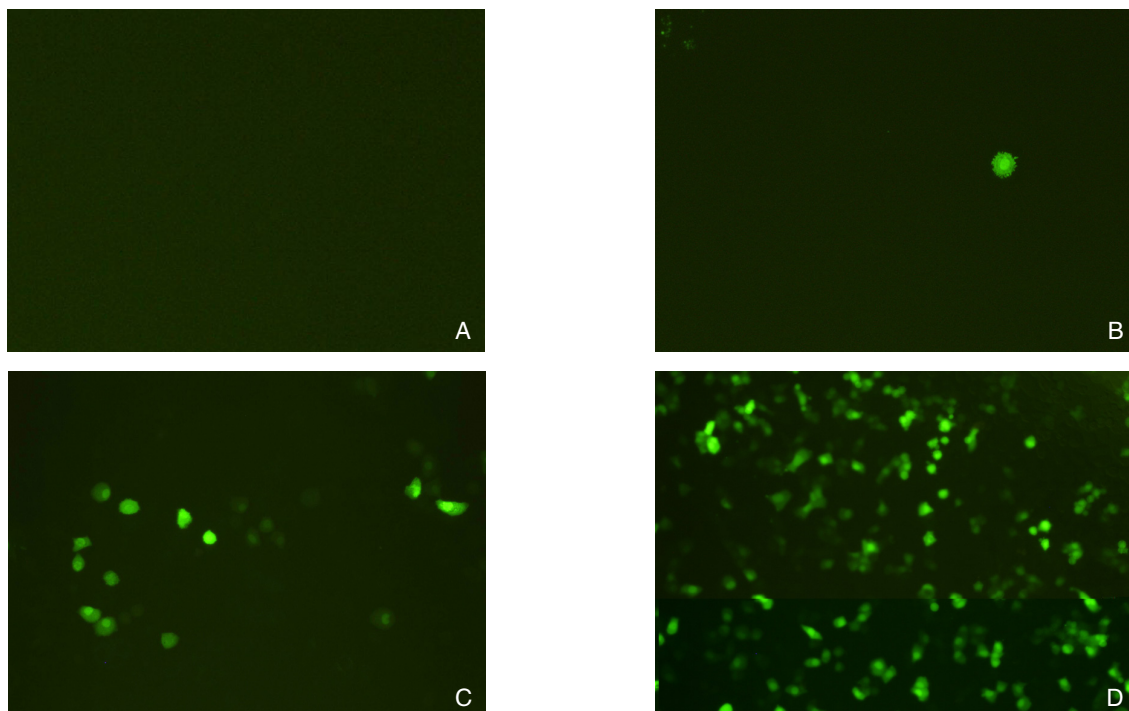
荧光显微镜下各组细胞的 GFP 表达情况 ($\times 100$) A: 对照组; B: 质粒组; C: 超声辐照组; D: 超声辐照微泡组
